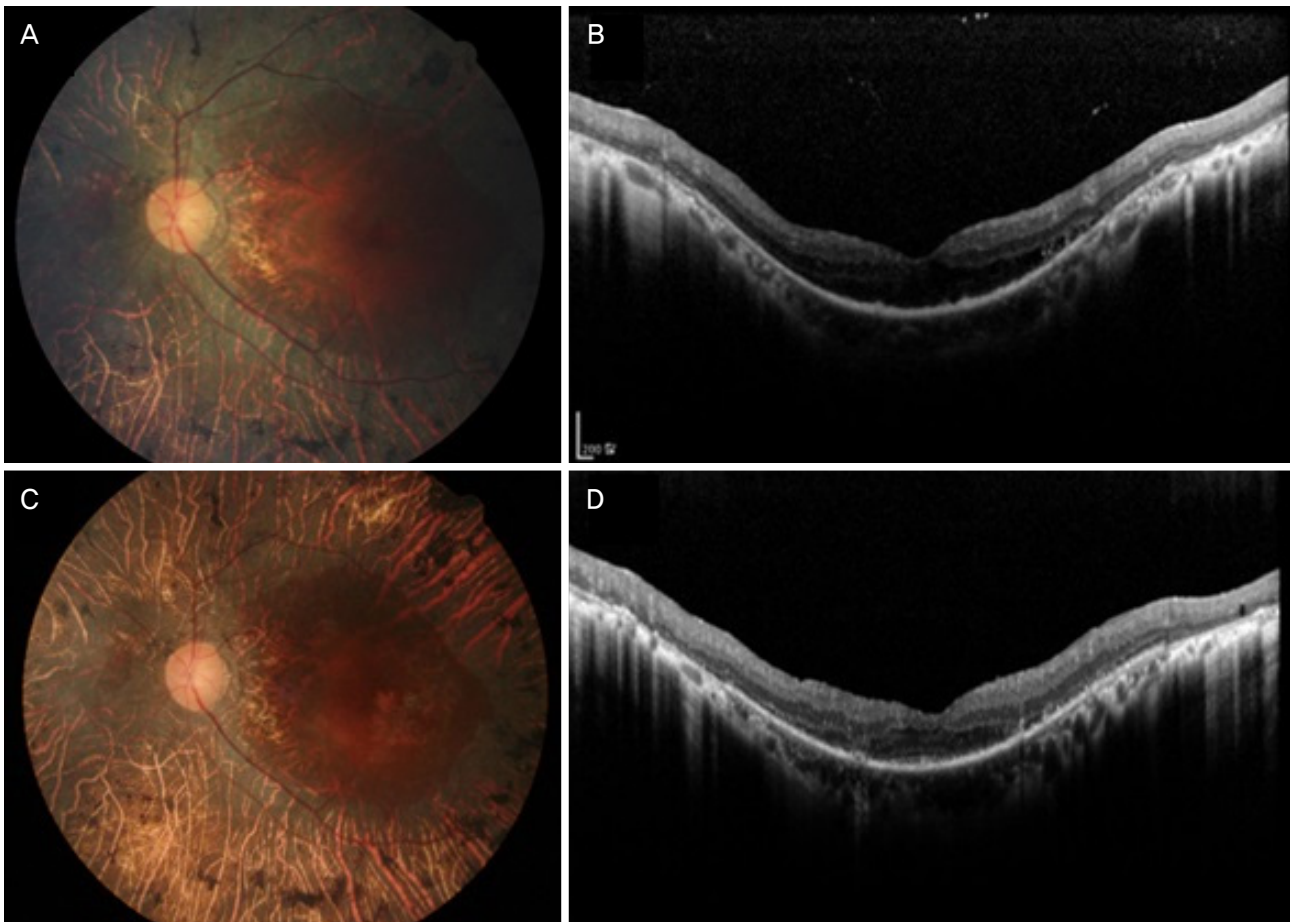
The postoperative fundus photography and optical coherence tomography images of the left eye at 1 month (A, B), 6 years (C, D), respectively. Note that the full-thickness macular hole has resolved in each image.
